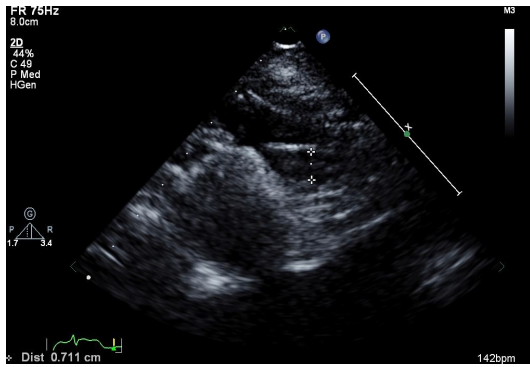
Parasternal long-axis view (EAT1)
